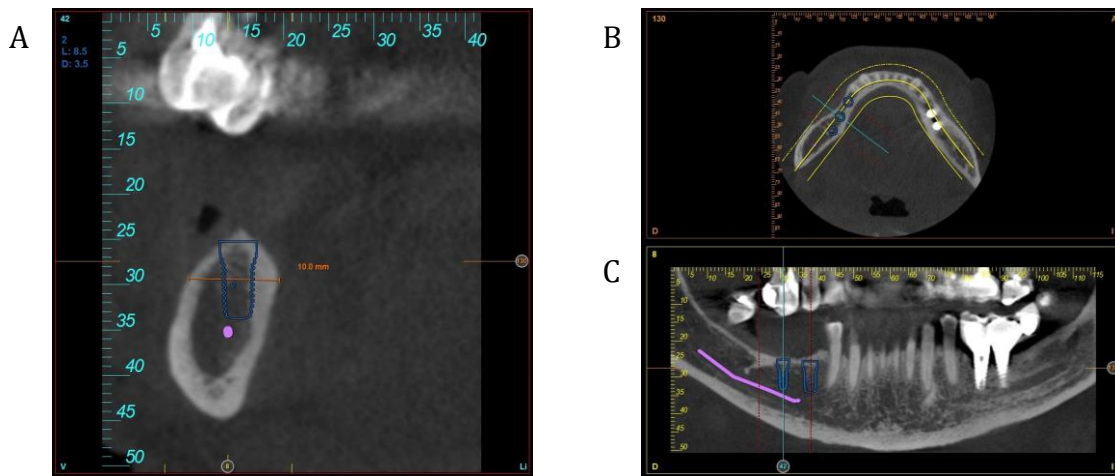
“Cirugía electrónica” de un estudio realizado con un CBCT en mandíbula. A. Corte transaxial con un implante virtual colocado respetando la anchura del reborde alveolar y la distancia al nervio dentario inferior. B. Corte axial. C. Corte panorámico.
